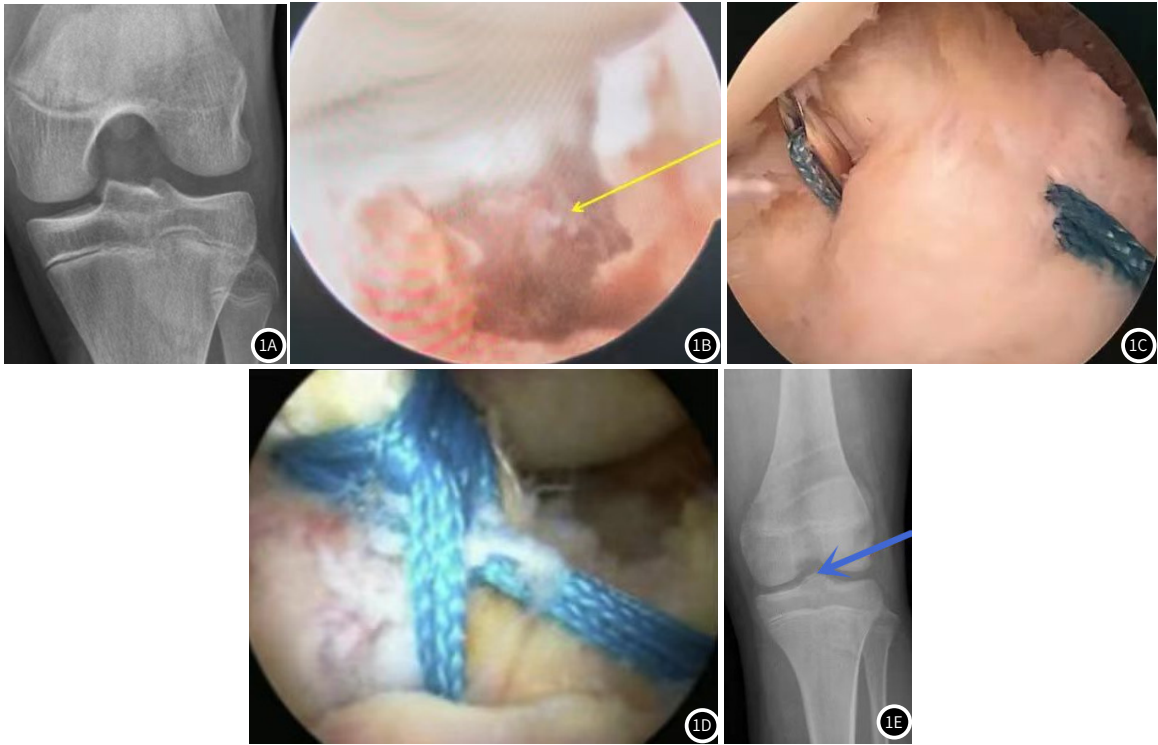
术前X线示ACL胫骨止点骨折; 图1B: 术中镜下明确ACL胫骨止点撕脱骨折; 图1C、图1D: 术中缝合ACL胫骨止点; 图1E: 术后复查X线是骨折复位良好
